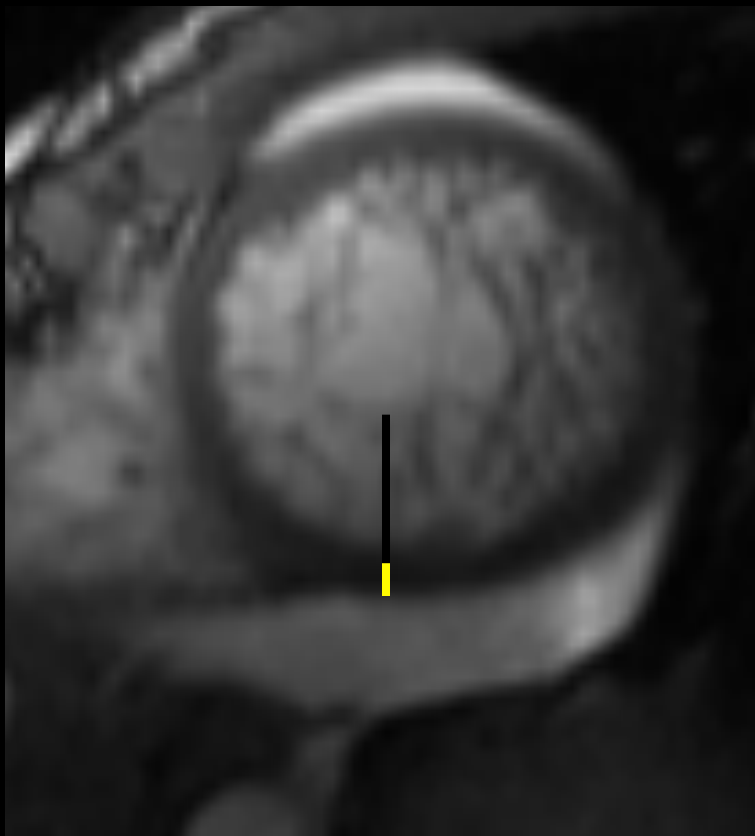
RM cardiaca secuencia sangre blanca multifase, eje apical, en diástole: Ratio del miocardio no compactado (línea negra) /miocardio compactado (línea amarilla) superior a 2.3.
